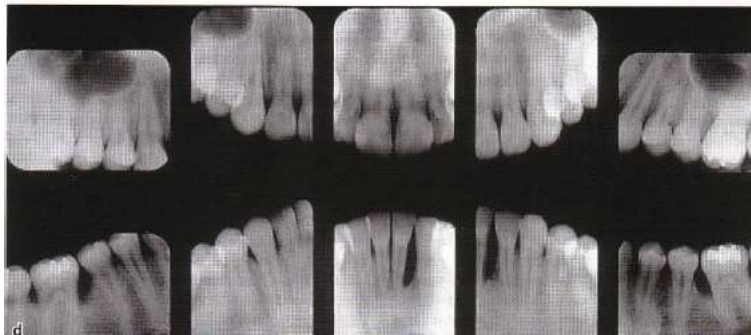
Serie radiografica de paciente de 15 años de edad con periodontitis agresiva. Fuente: Lindhe 5ta edición.
